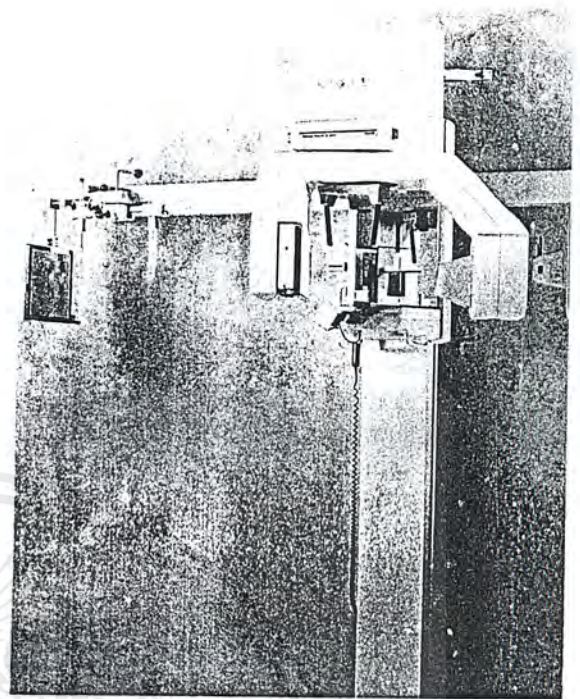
Panoramic/cephalometric X-ray unit.
